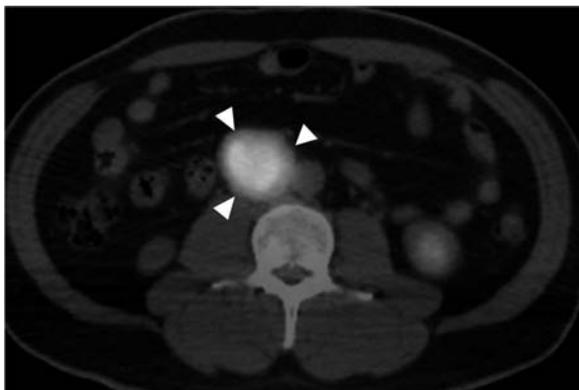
^{18}F FDG PET/CT showed the mass with abnormal FDG uptake (SUV max = 8.3).
